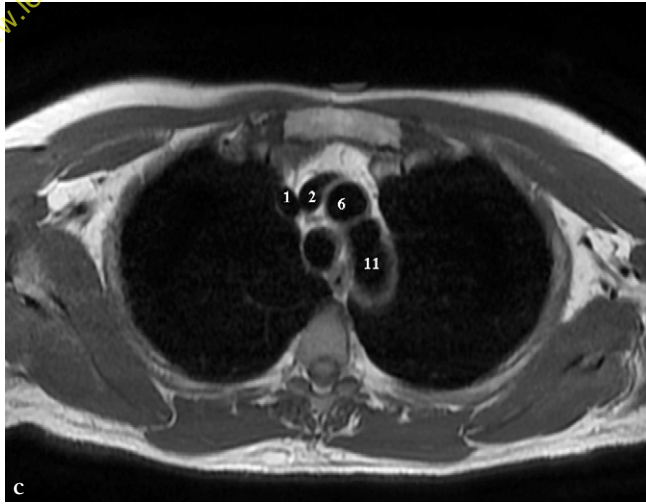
IRM du médiastin. (suite)
